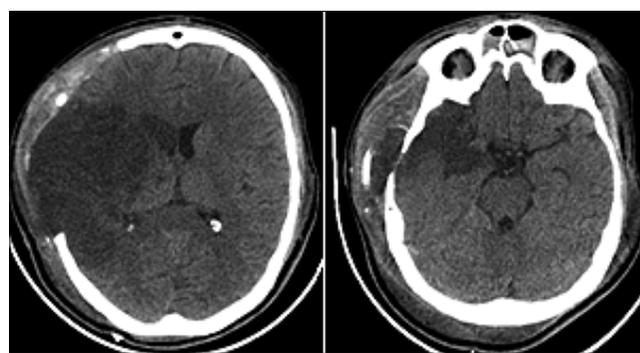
Tomografía axial computarizada simple de cráneo a las 108 horas de evolución.
